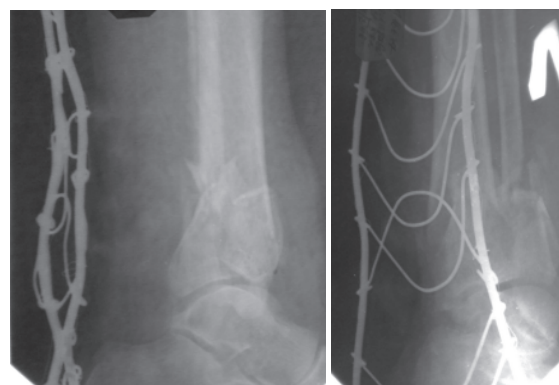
Рентгенограмма пациентки Ш. в день травмы
